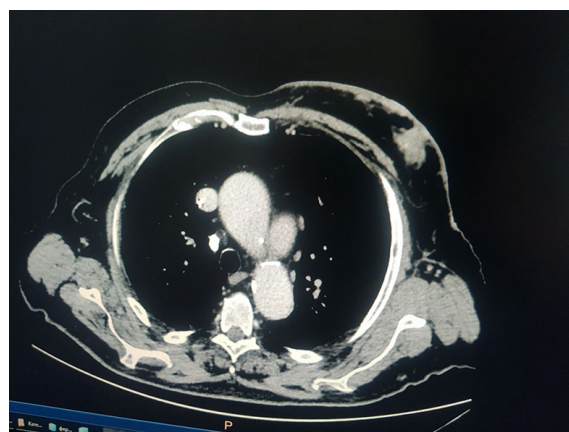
Комп'ютерна томограма пацієнта Р. з ангіосаркомою лівої грудної залози.
